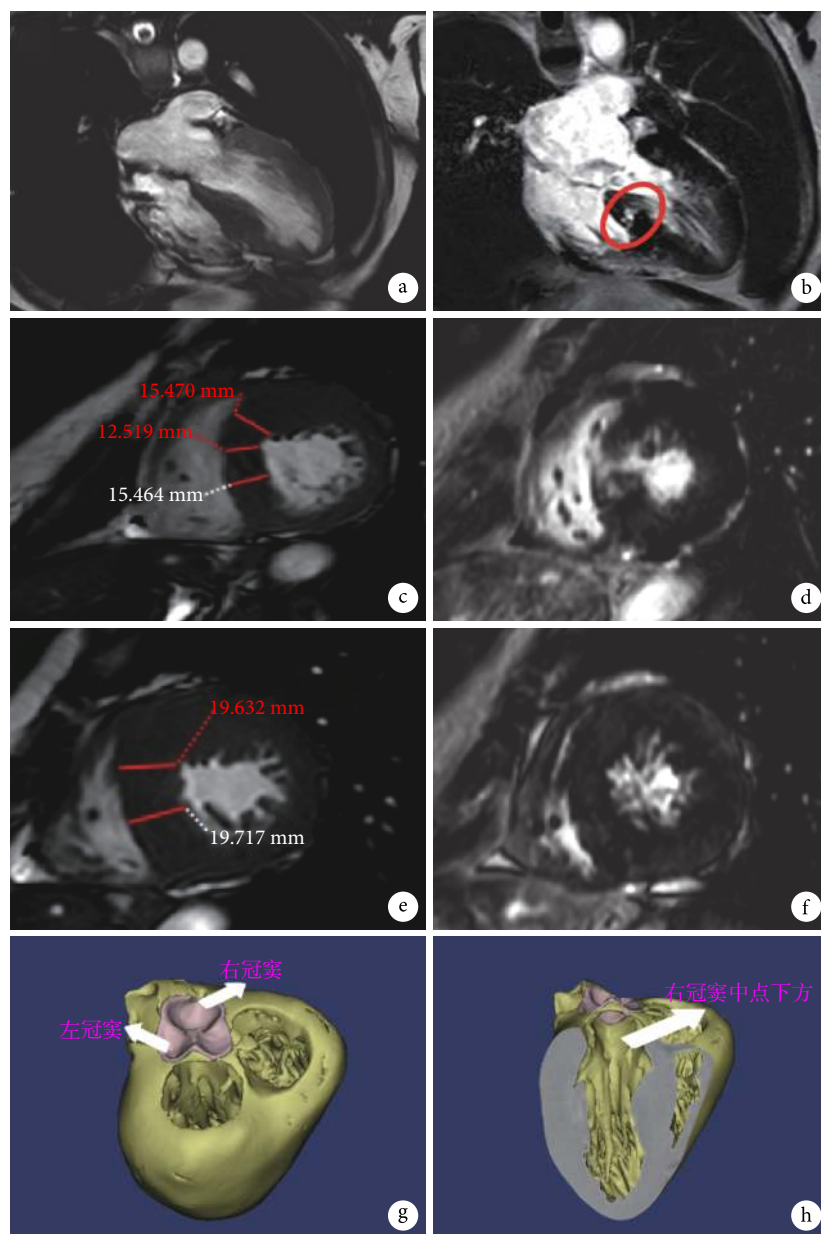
病例2的心脏磁共振成像和基于增强CT舒张末期图像的3D数字模型
